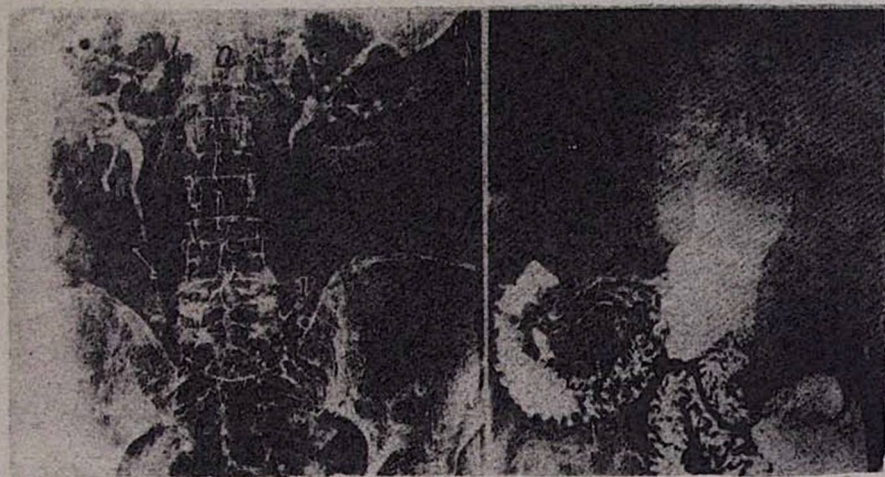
а. В/в уроэлектрорентгенограмма. Хорошо видны внутри- и внепочечные мочевыводящие пути, тени почек, тень конкремента слева у тени мочевого пузыря. Урография производилась без предварительной подготовки больного. б. Электрорентгенограмма желудка, 12 п/к и части тонкой кишки. Хорошо видны складки слизистой оболочки желудка, тонкой кишки и дивертикул 12 п/к в нисходящей ее части.
